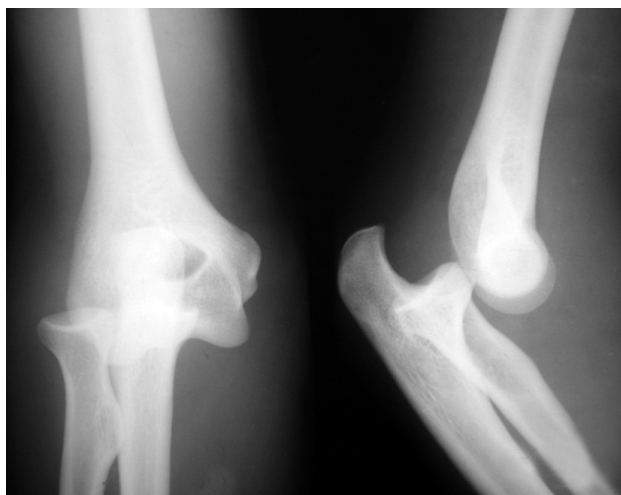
Пациент У., 32 года. Рентгенограммы левого локтевого сустава в двух проекциях (через 1,5 ч после травмы). Полный вывих костей в левом локтевом суставе
